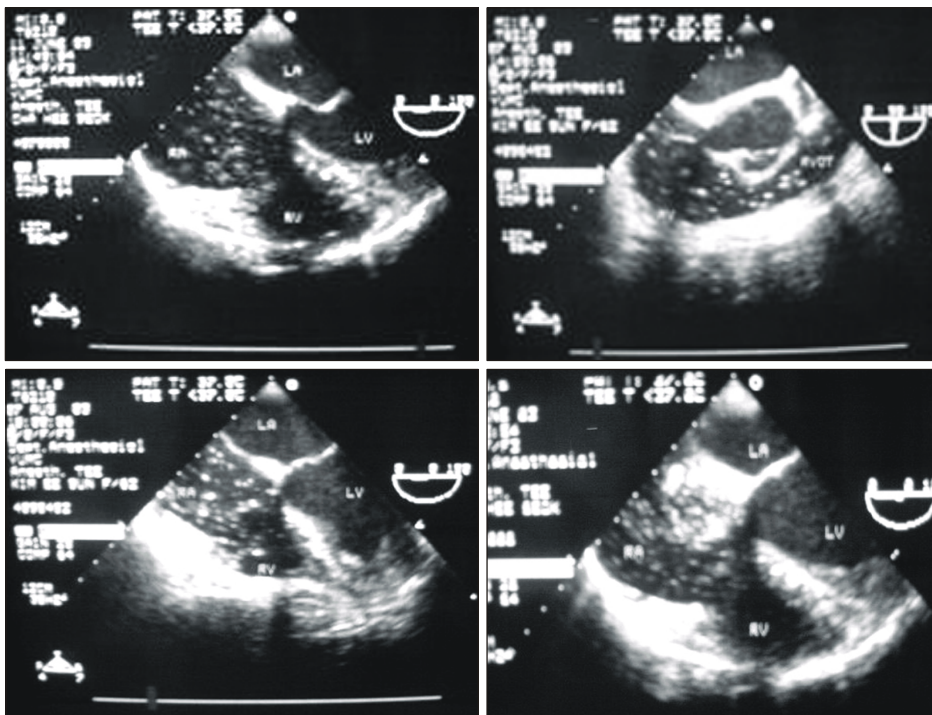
The air embolism detected using transesophageal echocardiography. Top left: many air bubbles entered right heart. Top right: air bubbles went through right ventricular outlet. Bottom left and right: the mass of air bubbles were gushed out. RA: right atrium, RV: right ventricle, LA: left atrium, LV: left ventricle, RVOT: right ventricular outlet.
